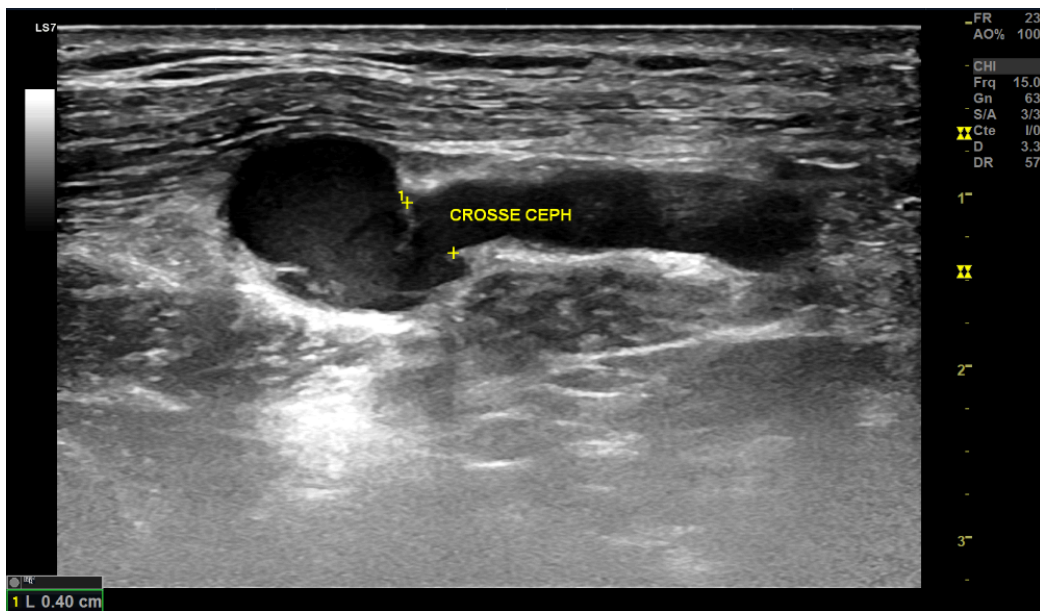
Échographie mode B, montre une sténose de la crosse de la veine céphalique mesurant 4mm
